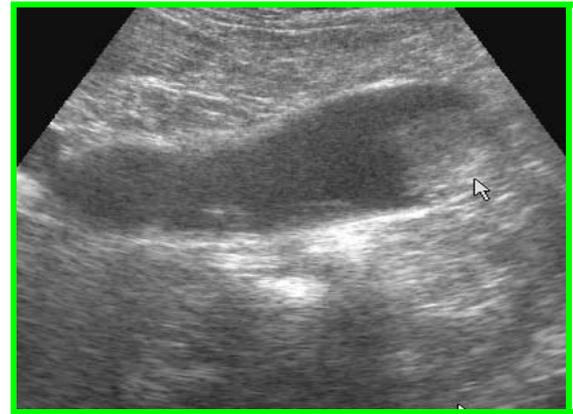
Litiasis coledociana por ultrasonido*
